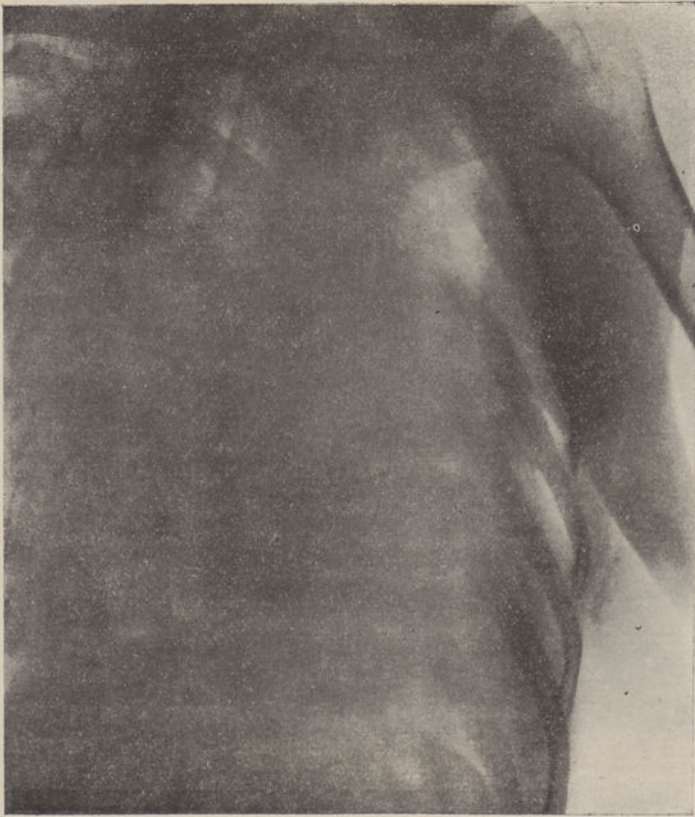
Radiografia feita em O. A. D. a 40°
